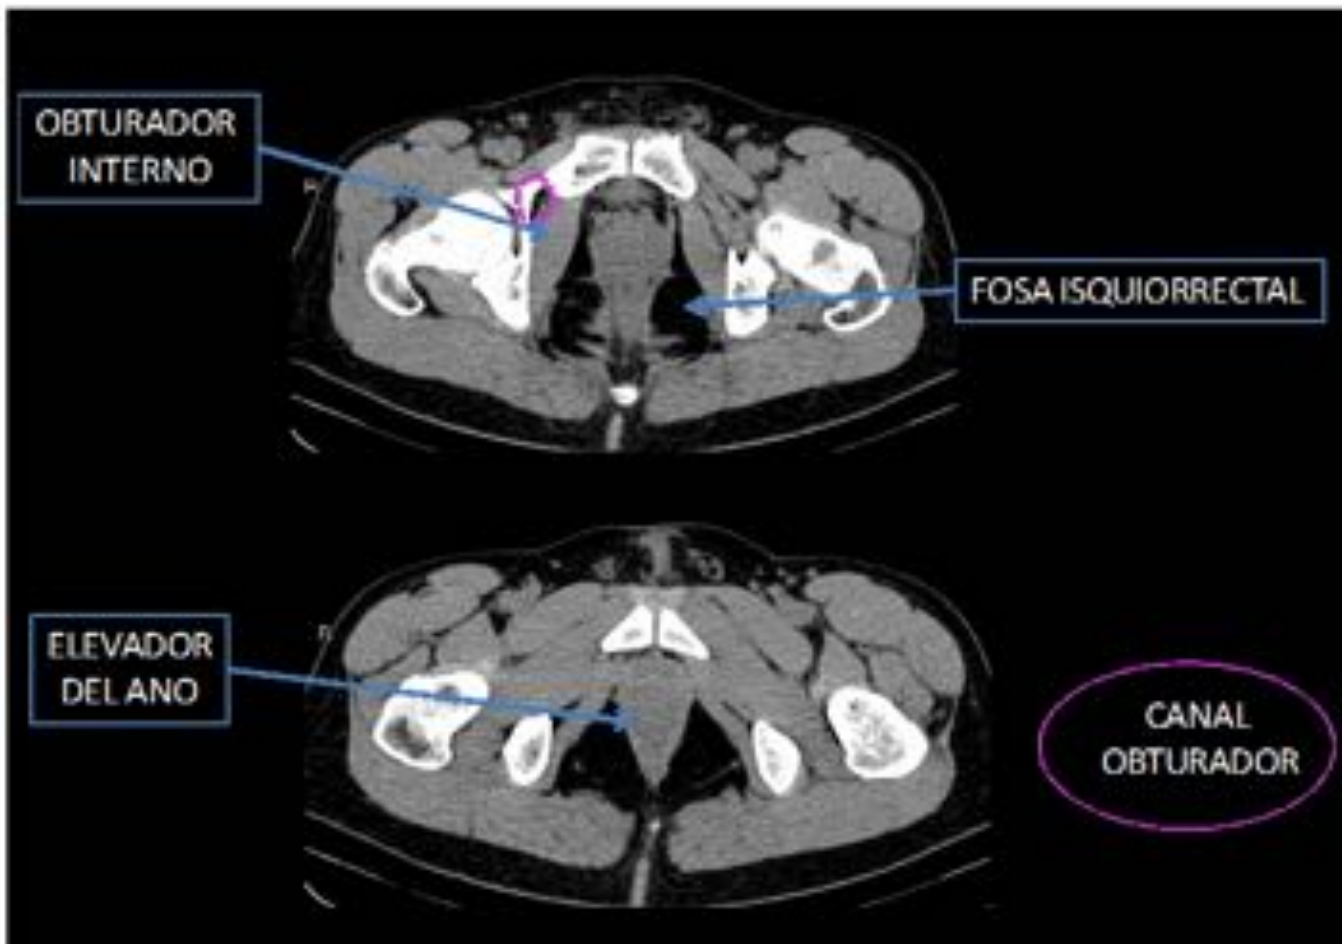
Representación mediante TC de los músculos del suelo pélvico. El diafragma pélvico está compuesto por tres músculos clave: el elevador del ano (formado por el pubococcigeo, iliococcigeo y puborectal), coccigeo (no representado) y el obturador interno. La porción del obturador por encima de su origen reposa sobre la pared lateral de la pelvis falsa, mientras que su porción inferior forma parte de la pared lateral de la fosa isquiorrectal.
